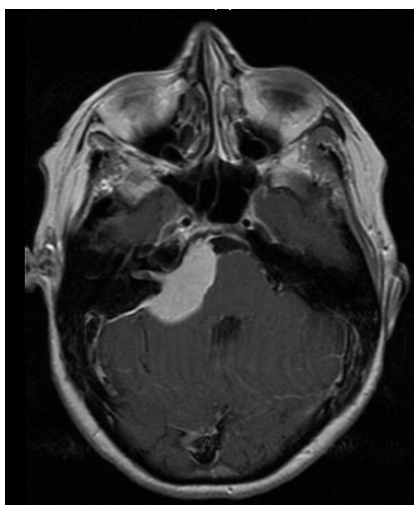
RMN craneal de uno de los pacientes incluidos en nuestro estudio. Meningioma de APC derecho que comprime la protuberancia.
